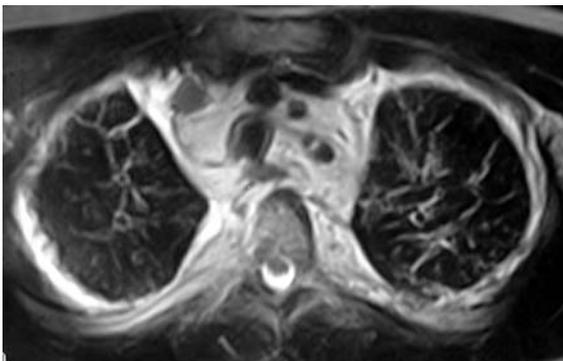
Corte de ressonância magnética obtido no plano axial ponderado em T2 mostra espessamento do interstício central e periférico, principalmente subpleural. Nota-se ainda tecido hiperintenso envolvendo de modo difuso as estruturas mediastinais.
